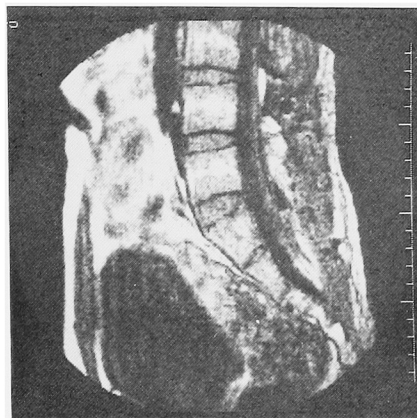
症例 2, MRI-CT 像. L5~S1 脊髄後面に high-density area があり, 皮下脂肪との連続性が疑われる.
